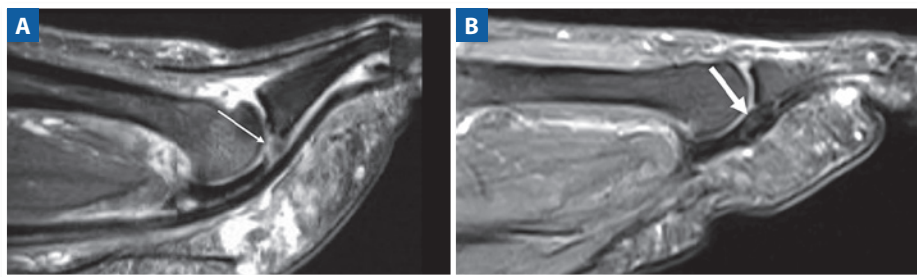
Rotura completa distal da placa plantar da segunda articulação metatarsofalângica, em pacientes distintos. Imagens sagitais de RM ponderada em T2 com saturação de gordura. (A) A rotura completa é nítida e bem definida (seta fina). Infelizmente, nem sempre conseguimos delimitar bem a rotura nas imagens sagitais, pois frequentemente são excêntricas e podem estar preenchidas por tecido inflamatório/cicatricial. Observe, o tecido cicatricial com sinal discretamente mais alto que a placa no leito da rotura em (B) (seta espessa).
